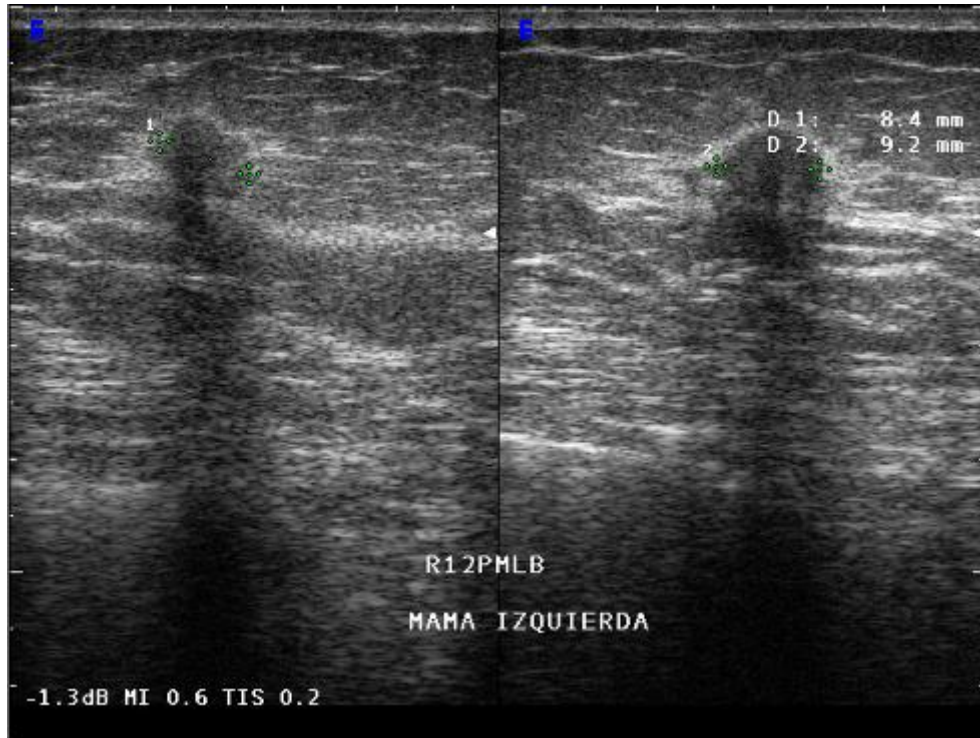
Ecografía complementaria de la mastografía presentada en la imagen 8 donde se observa imagen amorfa, bien delimitada, ecoestructura hipoecoica, eje mayor perpendicular al de la piel, proyecta sombra posterior, mide 9 mm en su eje mayor. Resultado de patología carcinoma ductal infiltrante.
